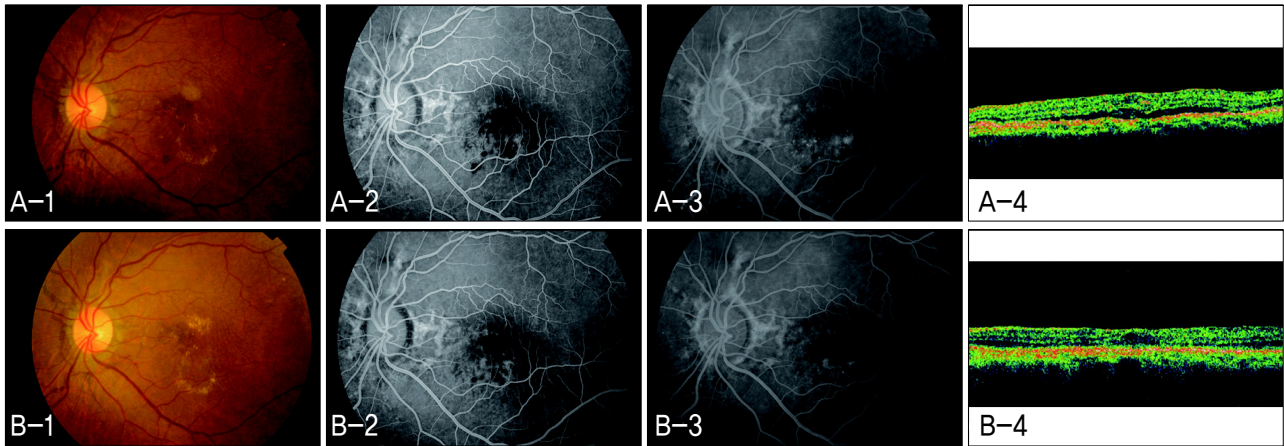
Responder to intravitreal bevacizumab in Case 3 (Left eye). (A-1) Fundus photograph (FP) before intravitreal bevacizumab injection. (A-2) Early phase of fundus fluorescein angiography (FAG) before intravitreal bevacizumab injection. (A-3) Late phase of FAG before intravitreal bevacizumab injection. (A-4) Optical coherence tomography (OCT) scan before intravitreal bevacizumab injection. (B-1) FP 3 months after intravitreal bevacizumab injection. (B-2) Early phase of FAG 3 months after intravitreal bevacizumab injection. (B-3) Late phase of FAG 3 months after intravitreal bevacizumab injection. (B-4) OCT scan 3 months after intravitreal bevacizumab injection.
